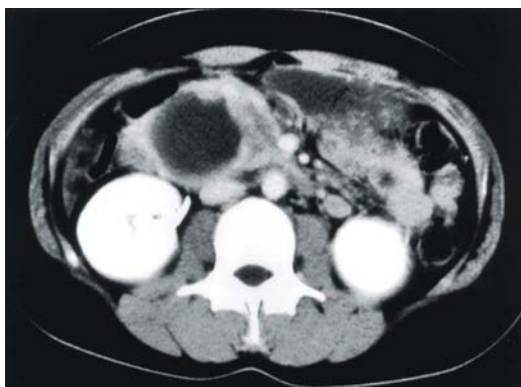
Abdominal CT scan shows dilated and diffusely thickened extrahepatic bile duct with fungating mass surrounding the anterior and anteromedial wall of the duct.
